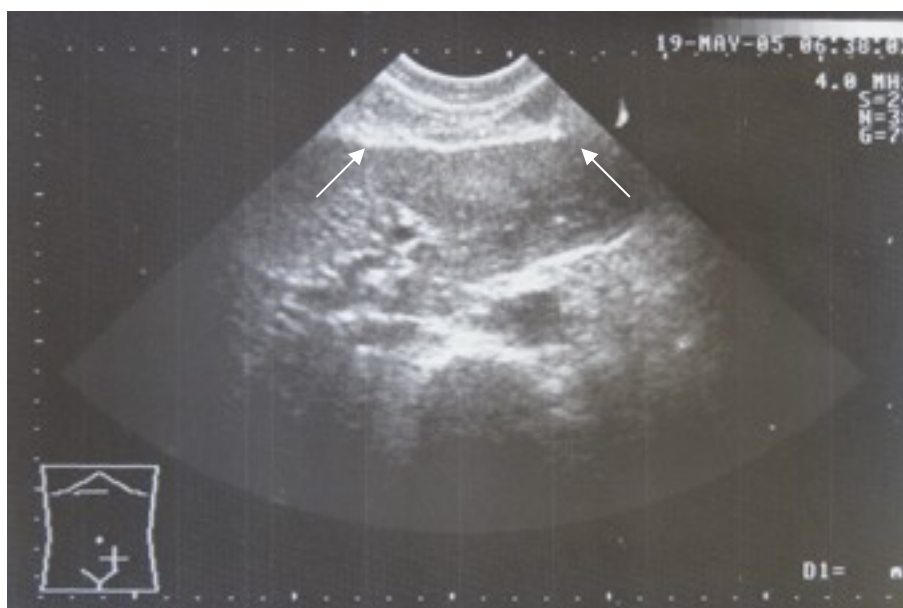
УЗИ печени. Зона криодеструкции 8 суток после операции.
